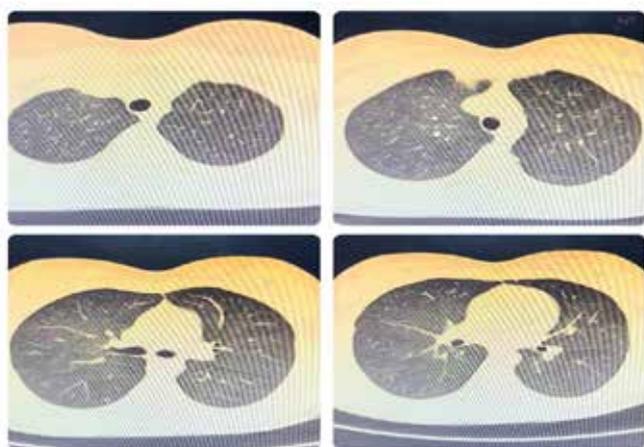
Imagem de paciente, tomografia de torax de controle, realizada no 5º dia de doença.
